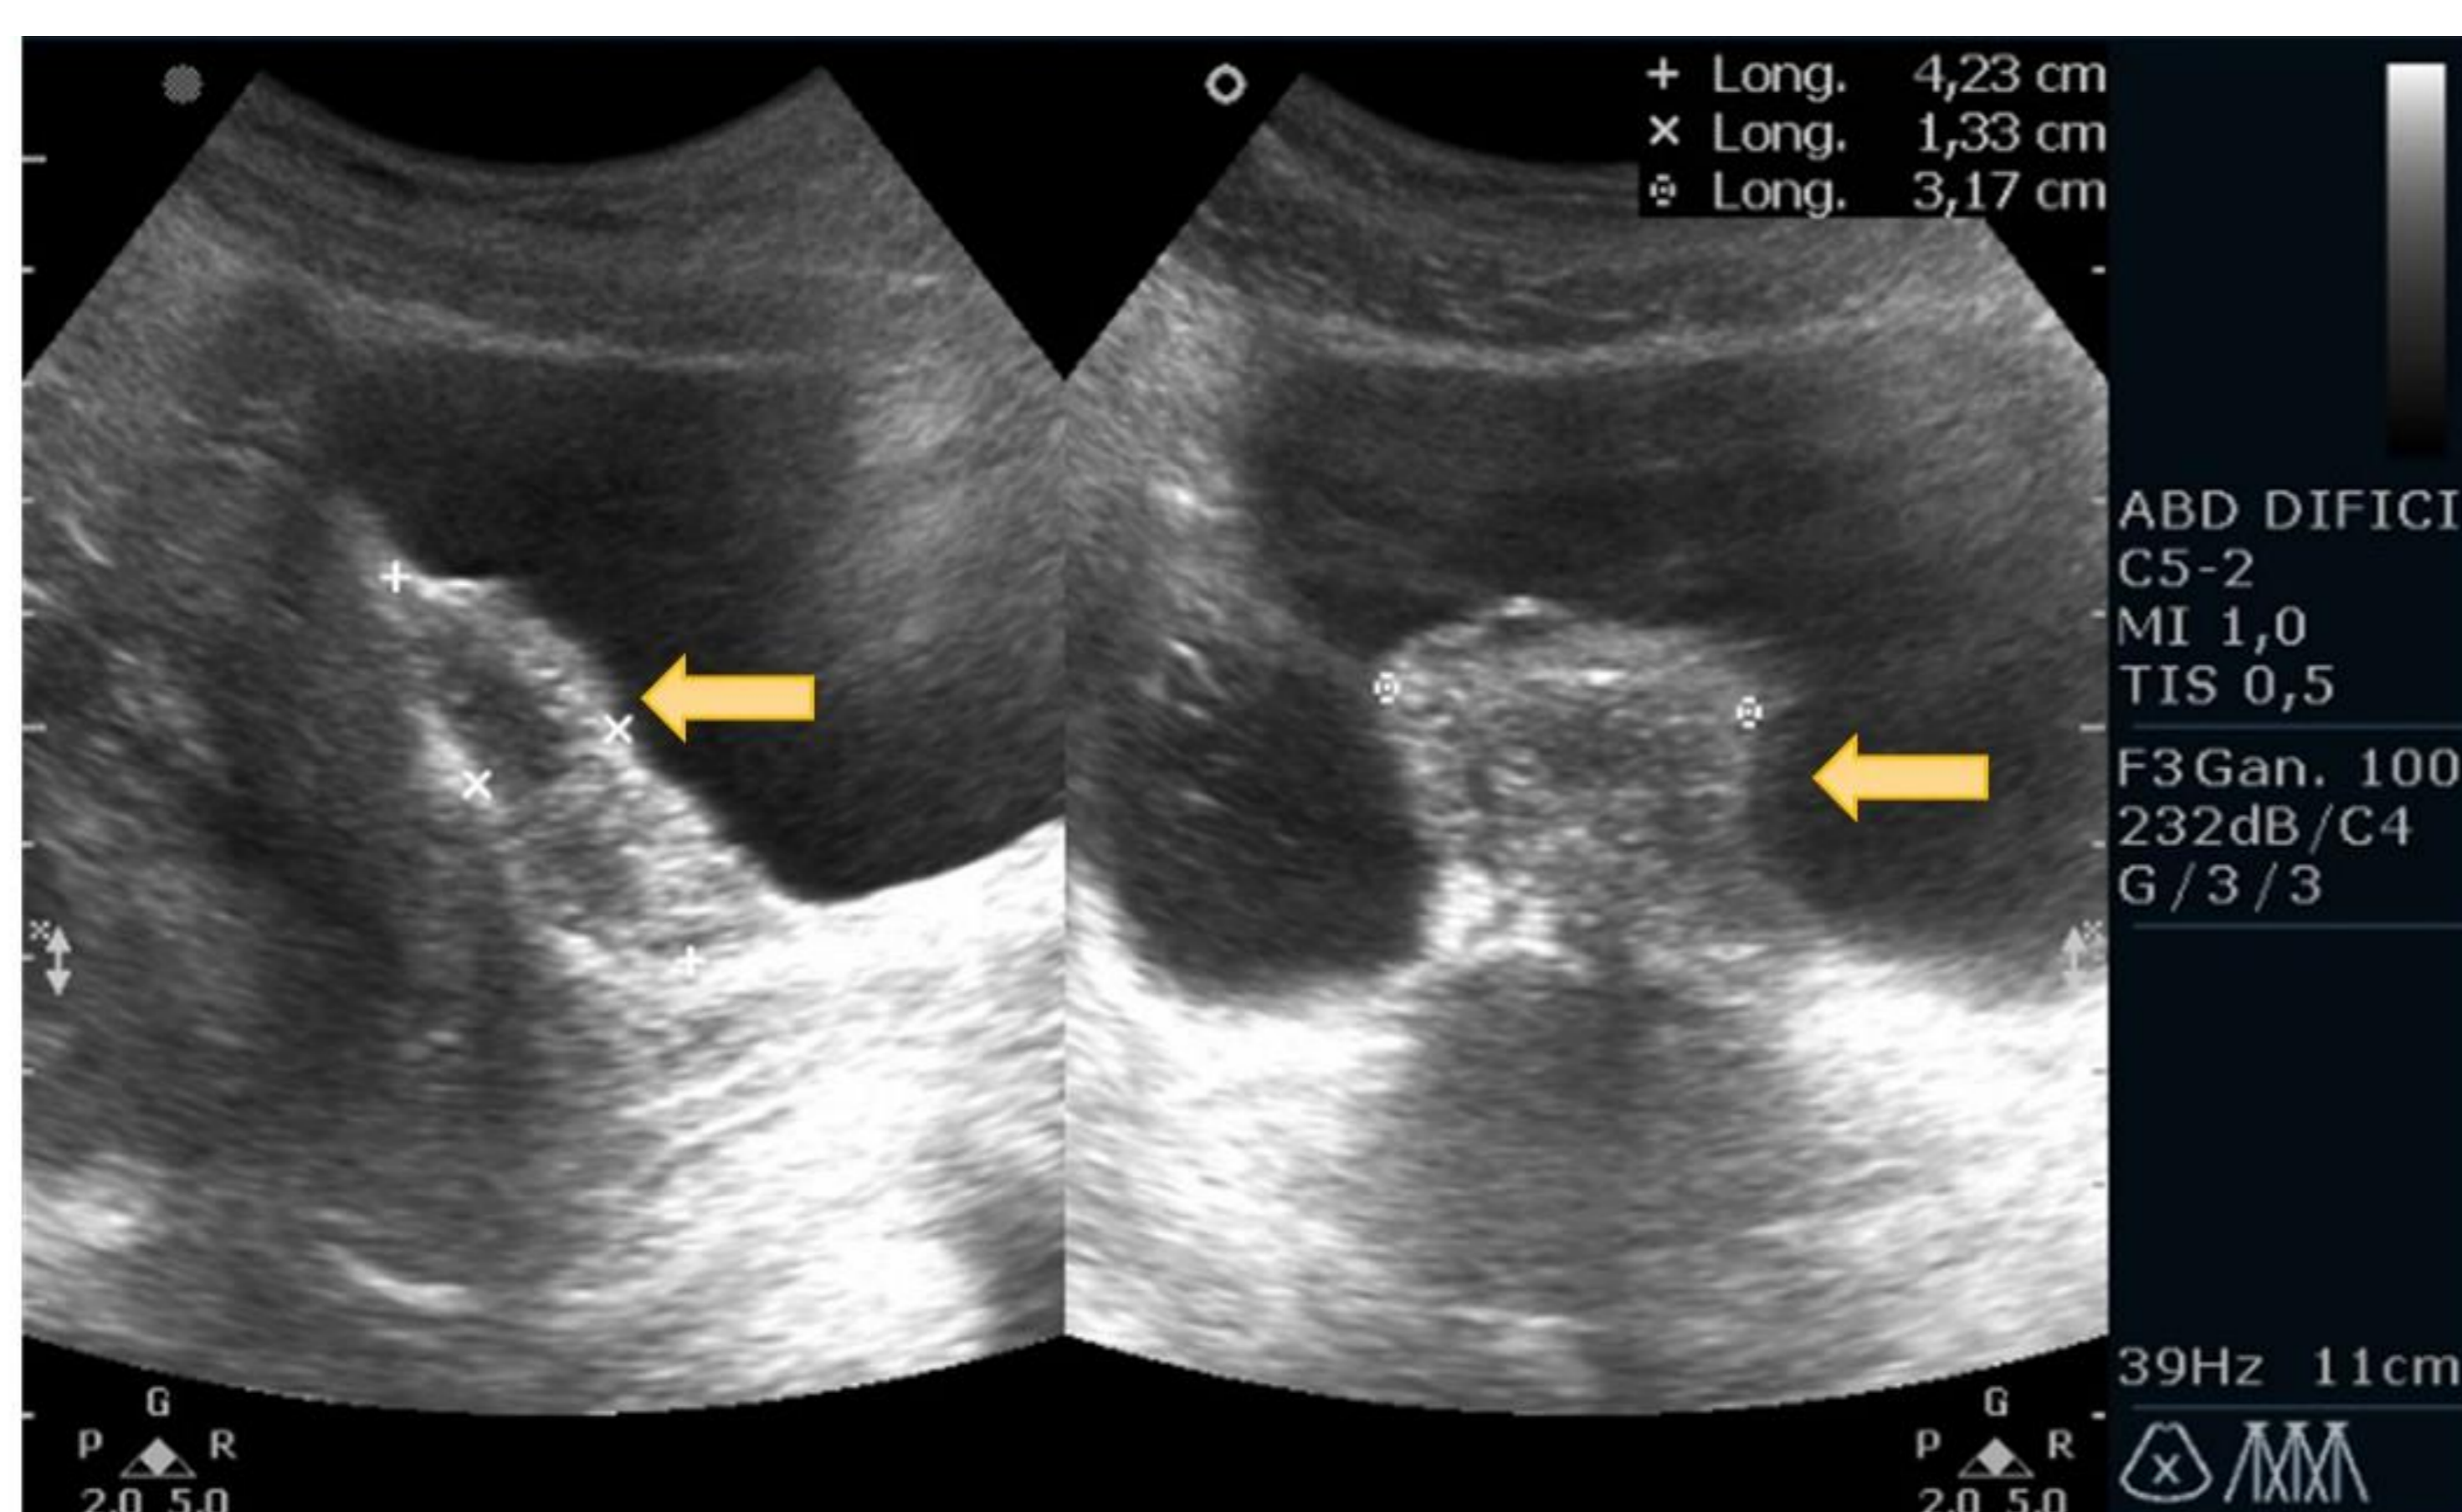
Ecografía sagital y axial en la que se visualiza una lesión nodular, de bordes bien definidos y ecogenicidad heterogénea aunque principalmente hipoecogénica. Se realiza posteriormente una resonancia magnética en la que se confirma la presencia de una lesión nodular en el fondo de saco anterior con focos hiperintensos en T1 y T1 con saturación y que presenta caída de señal en T2. Hallazgos compatibles con foco de endometriosis profunda del compartimento anterior.
